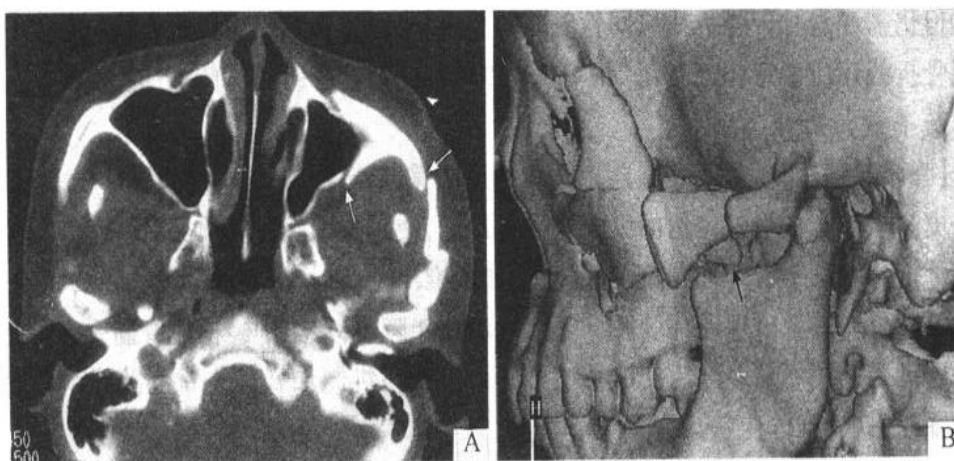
面骨骨折 CT 平扫和三维重建
